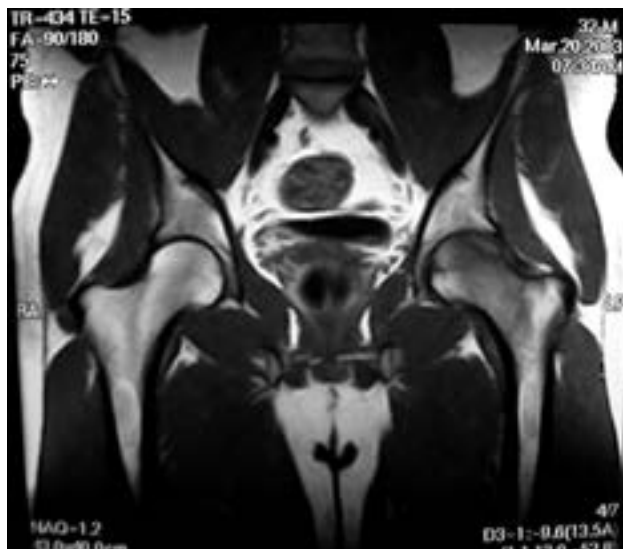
RMN: T1 (imagen hipointensa en cadera Izquierda).
